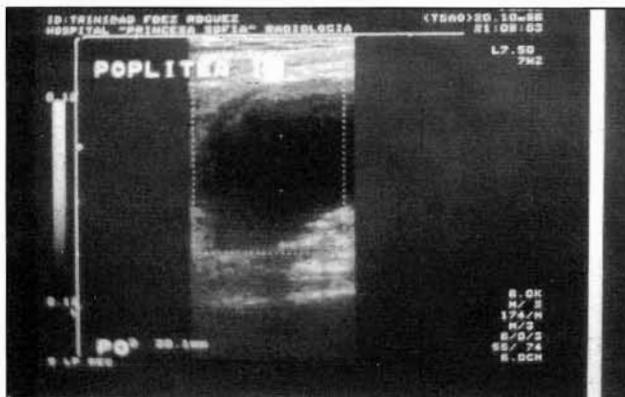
Ecografía de Aneurisma Poplíteo. Mujer.
